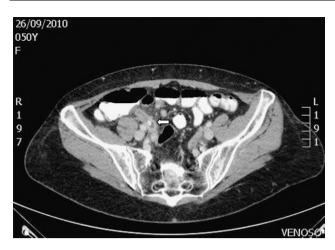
TC abdominal donde se observa la presencia del apéndice cecal aumentado de tamaño.
